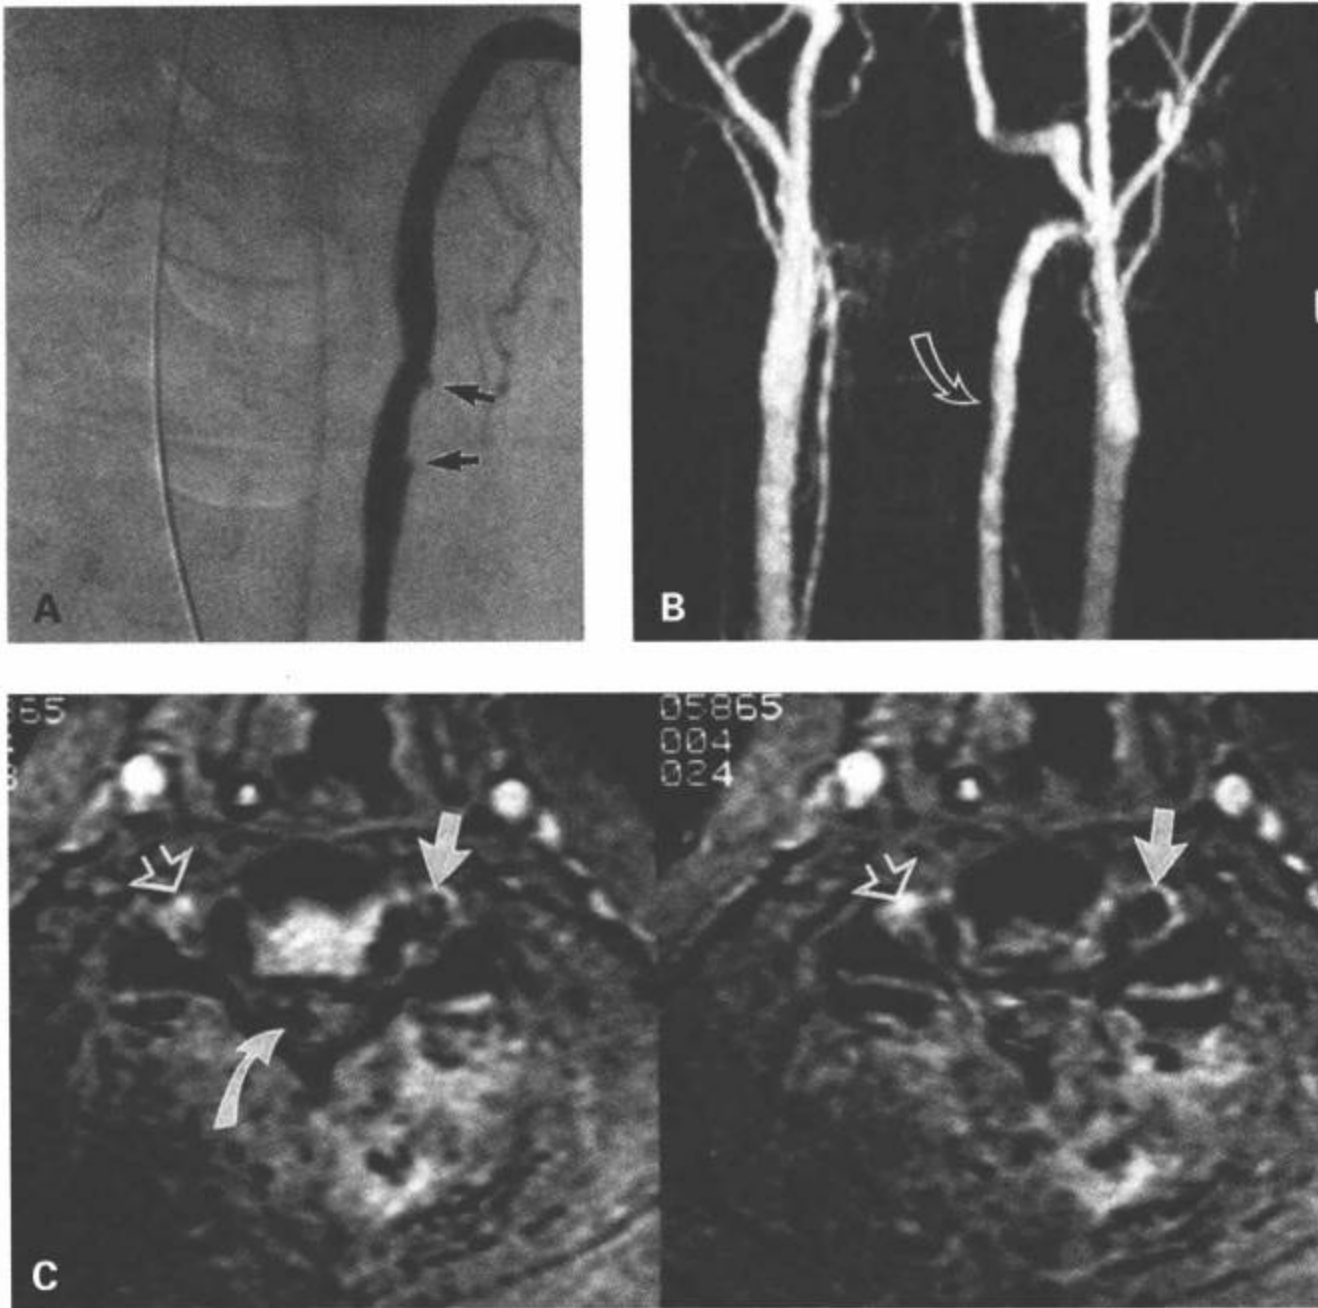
椎动脉创伤性内膜损伤。A: 左侧椎动脉造影的 AP 平片显示在 C3/C4 水平继发于分离性损伤的对比剂柱的侧壁不规则(箭)。(在该水平无相应的骨折)。B: 单幅的 2D TOF MRA 图像显示所有血管的正常流动相关增强。左侧椎动脉轻微不规则(箭), 但内膜损伤不明显。C: 另一例左侧椎动脉创伤性闭塞病人的横断面 3DFT 梯度回波图像。显示与正常右侧椎动脉的流动相关增强(开口箭)相比, 左侧椎动脉内可见低信号的急性血凝块(箭)。注意脊髓内的巨大出血(弯箭)。(From: Flanders AE, Croul SE. Spinal trauma. In: Atlas SW. Magnetic Resonance Imaging of Brain and Spine. 3<sup>rd</sup> ed. Philadelphia: Lippincott Williams & Wilkins; 2002: 1793, with permission.)
